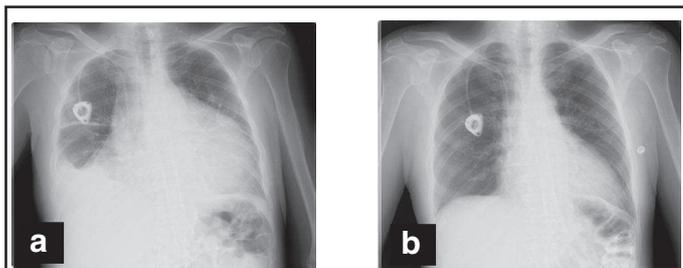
(a) La radiographie de thorax du patient au J 4 d'hospitalisation révèle un net élargissement de la silhouette cardio-médiastinale, associé à un épanchement pleural droit, en comparaison à l'admission (b).
